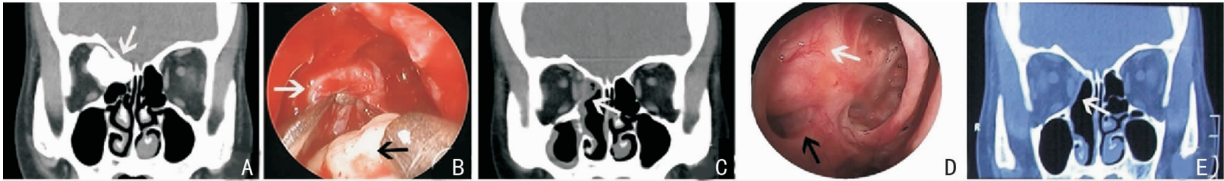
典型病例资料 A:骨瘤(白色箭头); B:右侧眶筋膜(白色箭头),骨瘤(黑色箭头); C:术后第3天复查鼻窦CT示筛窦及眶内肿瘤彻底切除(白色箭头); D:术后2个月鼻内镜复查示筛窦眶壁上皮化良好(白色箭头); E:术后12个月眶内侧壁形态良好(白色箭头)
